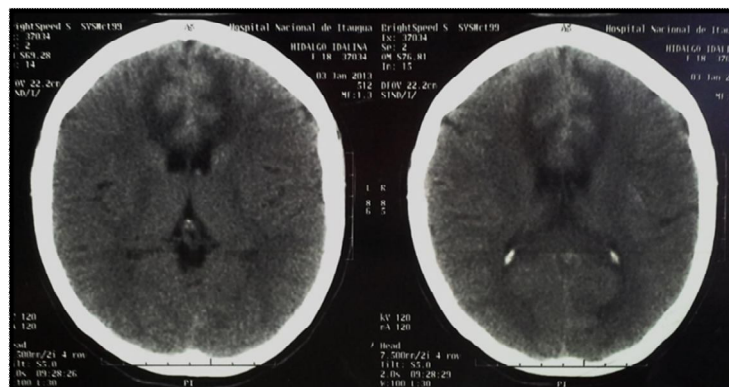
Tomografías de cráneo con lesión ocupante de espacio en región frontal
